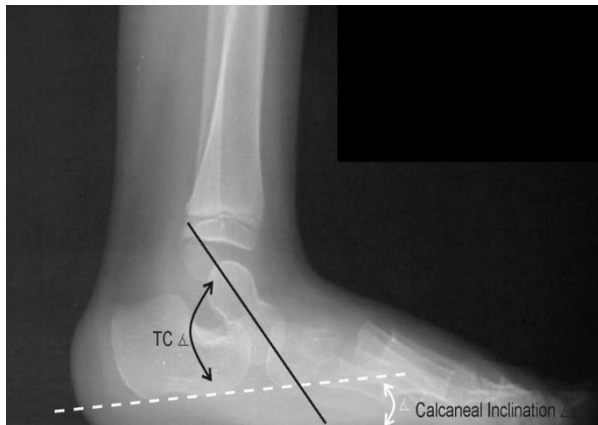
Figura representativa da radiografia lateral tomadas no ângulo e na base da marcha para a realização da avaliação e documentação do grau de deformidade do pé pelos Raios X.
